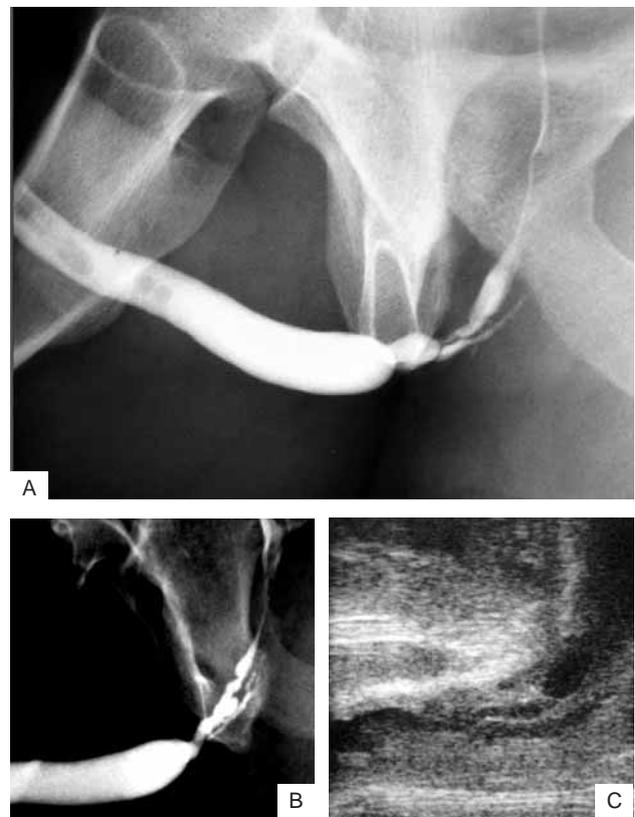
Viceversa i contorni uretrografici (A-B) ed ecografici (C) sfumati e irregolari depongono a favore di una parete uretrale stenotica caratterizzata da una maggiore componente infiammatoria: *spongiosite infiammatoria*. *Conversely the irregular and blurred urethrographic (A-B) and ultrasonographic (C) outlines show an important inflammation of the urethral wall: inflamed spongiosum.*
